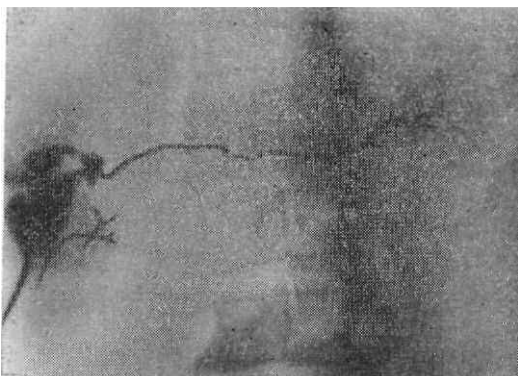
Рентгенограмма протоковой системы поджелудочной железы. Контрастирование через наружный свищ.
